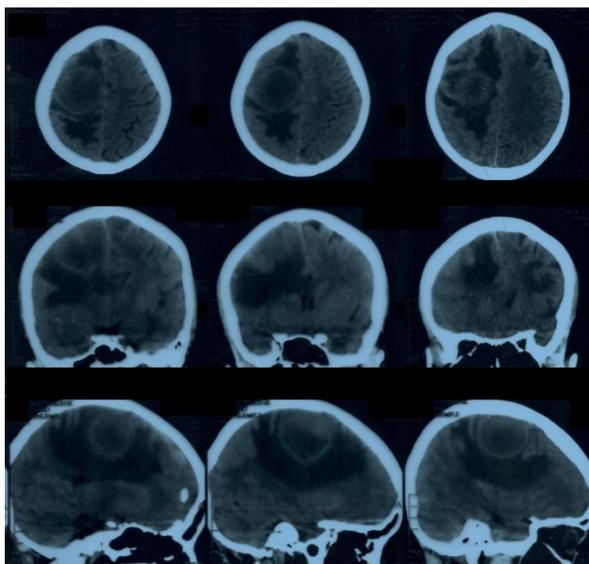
КТ головного мозга больной № 3 с церебральным токсоплазмозом.
